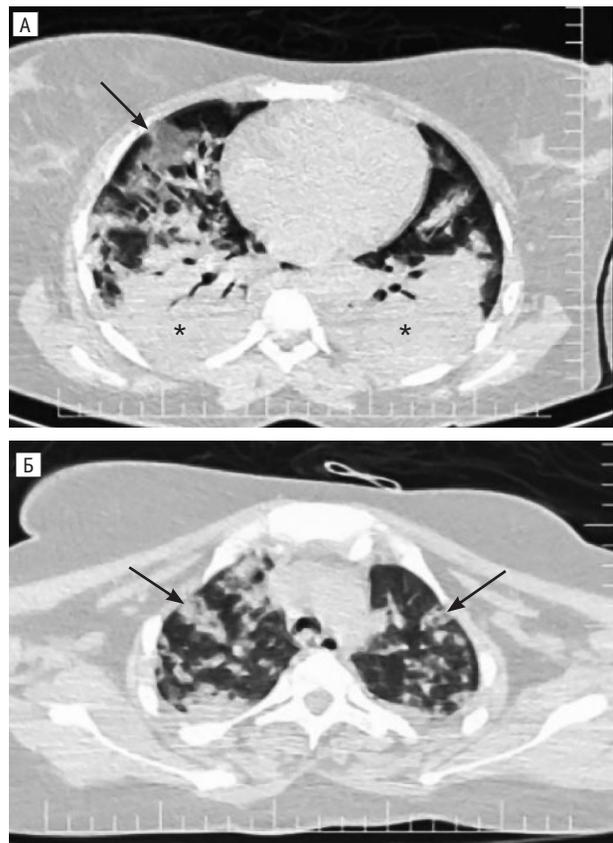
Комп'ютерна томографія органів грудної клітки жінки віком 26 років із первинним вибуховим ураженням легень
